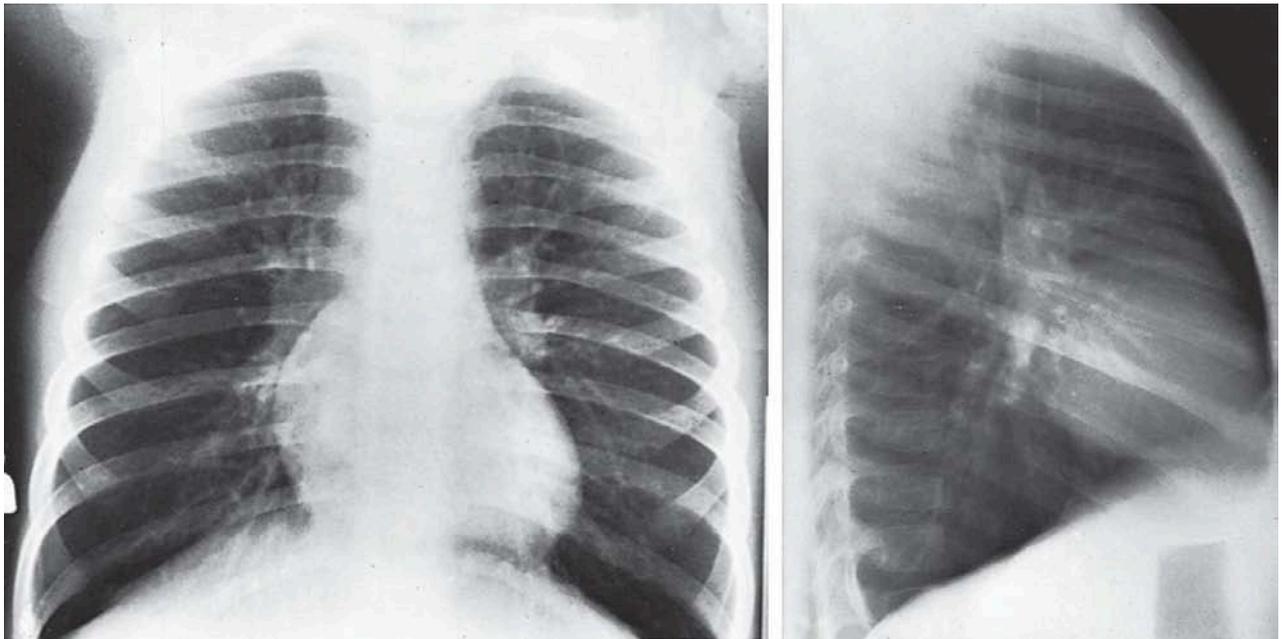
Radiographie thoracique d'un enfant de 4 ans montrant une distension thoracique avec un épaississement péri-bronchique
